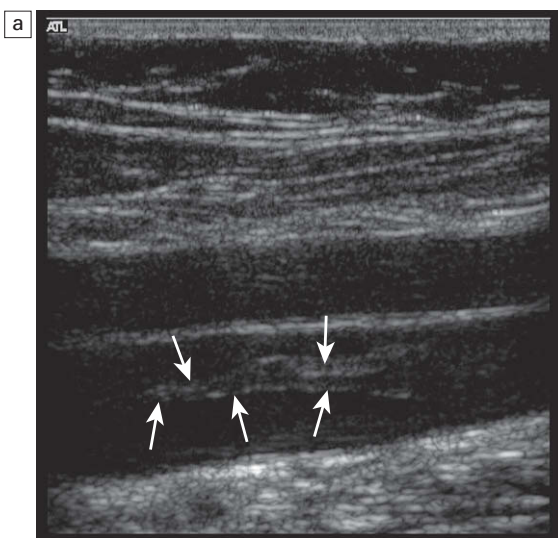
a) Una pequeña cola de un trombo que se extiende hacia arriba de la vena (flechas) sin tener el suficiente tamaño como para producir ninguna obstrucción al flujo y puede pasarse por alto si la visualización de la zona es pobre; b) imagen de Doppler energía del mismo trombo que muestra la presencia de flujo alrededor de él.
